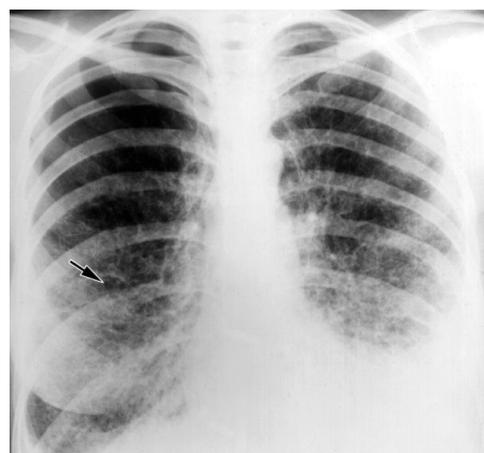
Лимфангиоматоз, рентгенограмма ОГП.
